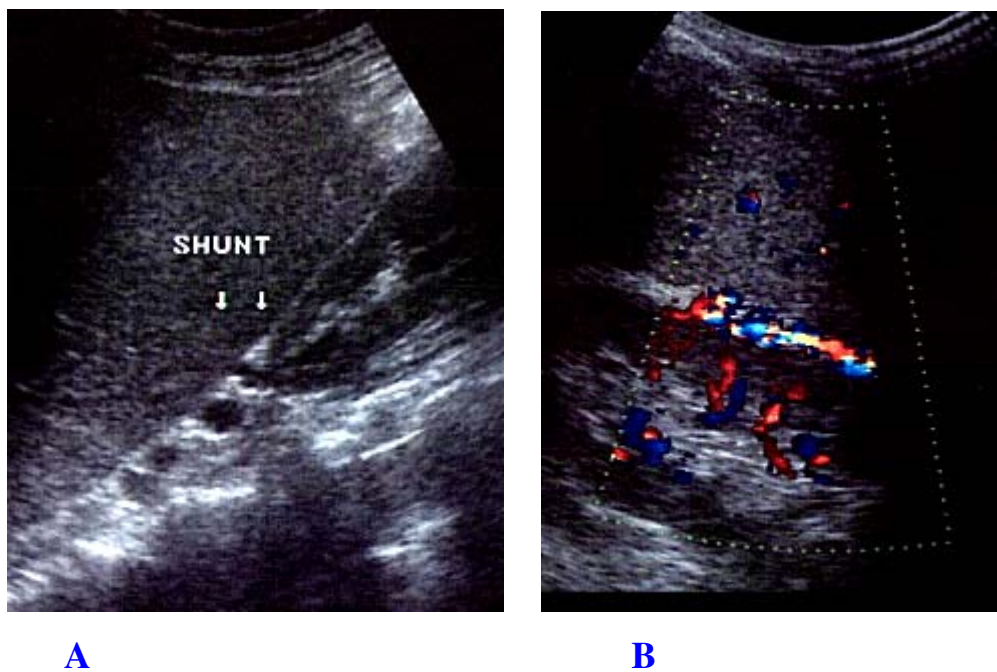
Em A, ultra-sonografia demonstra *shunt* esplenorenal. Em B, *shunt* esplenorenal, ao doppler a cores.
